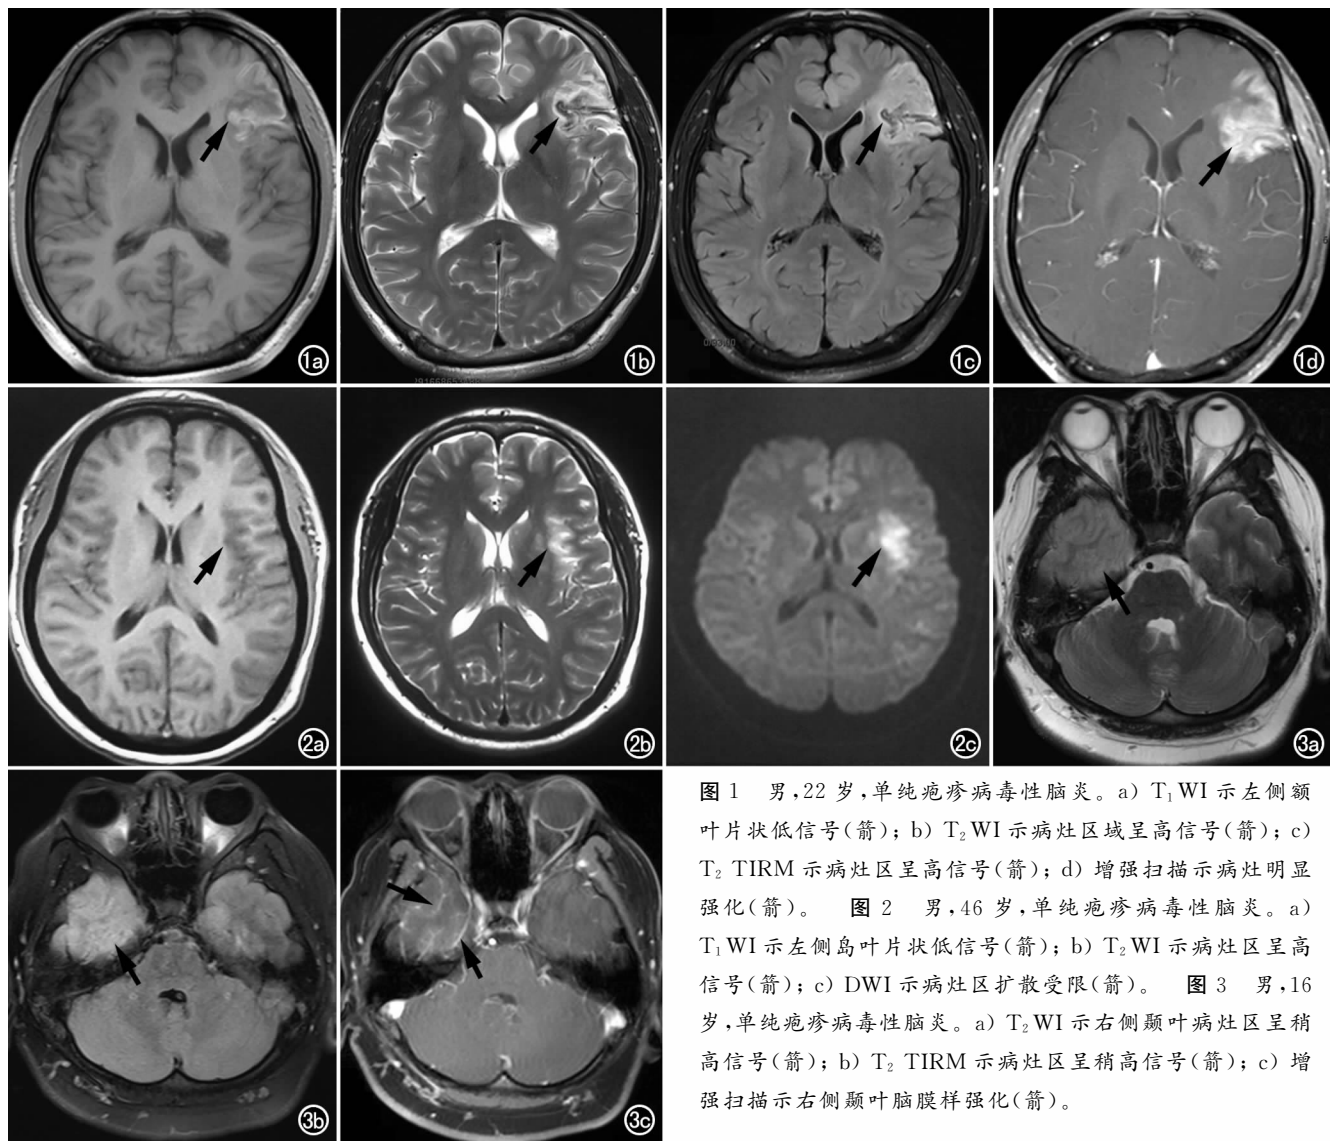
男, 22 岁, 单纯疱疹病毒性脑炎。a) T₁ WI 示左侧额叶片状低信号(箭); b) T₂ WI 示病灶区域呈高信号(箭); c) T₂ TIRM 示病灶区呈高信号(箭); d) 增强扫描示病灶明显强化(箭)。图 2 男, 46 岁, 单纯疱疹病毒性脑炎。a) T₁ WI 示左侧岛叶片状低信号(箭); b) T₂ WI 示病灶区呈高信号(箭); c) DWI 示病灶区扩散受限(箭)。图 3 男, 16 岁, 单纯疱疹病毒性脑炎。a) T₂ WI 示右侧颞叶病灶区呈稍高信号(箭); b) T₂ TIRM 示病灶区呈稍高信号(箭); c) 增强扫描示右侧颞叶脑膜样强化(箭)。
